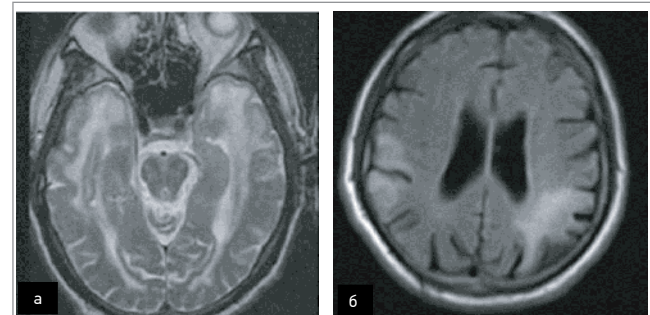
а) МРТ у режимі Т2 показує поширену лейкоенцефалопатію з вираженим ураженням передніх скроневих часток за CADASIL-синдрому (згідно з Locatelli M. et al., 2020) [24]; б) МРТ-послідовність FLAIR показує типові інсультподібні ураження (кортикальні та підкіркові гіперінтенсивності), що охоплюють двобічні тим'яні ділянки при MELAS-синдромі (згідно з Yi Shiao Ng et al., 2019) [33]
